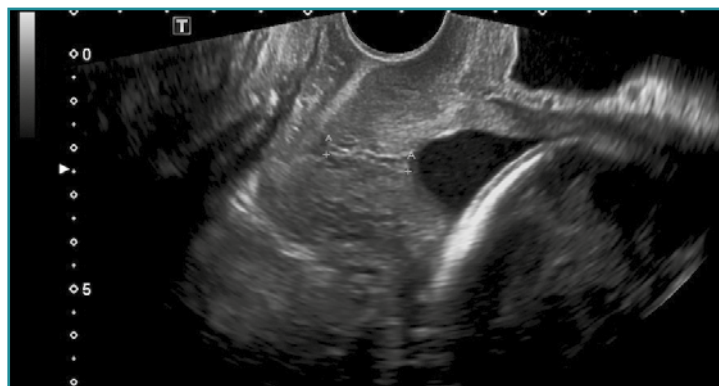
Medición de longitud cervical por ecografía transvaginal. "Cervix corto" ≤ 25 mm.
